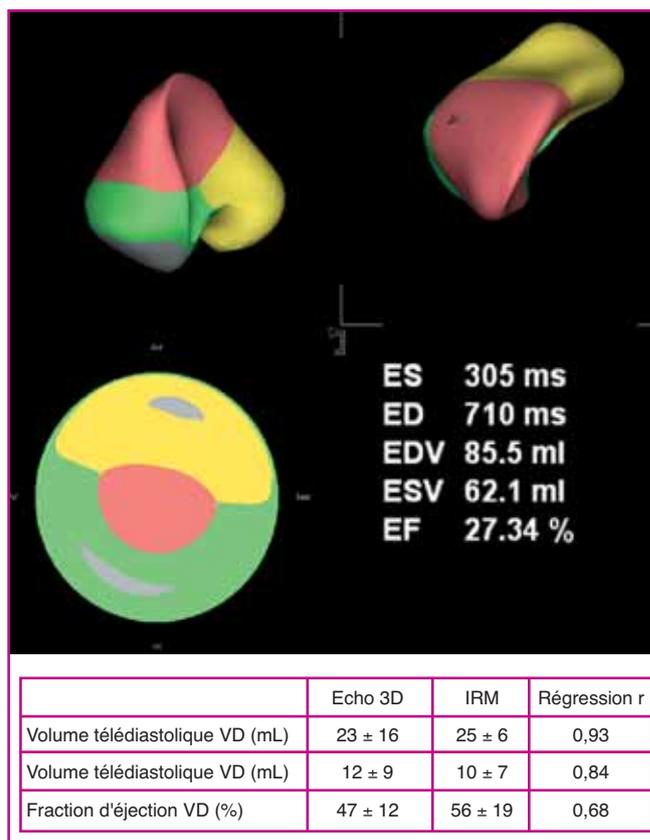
Corrélation de l'analyse 3D de la fonction systolique et des volumes du ventricule droit (VD) en échocardiographie versus imagerie par résonance magnétique (Iriart et al.).
